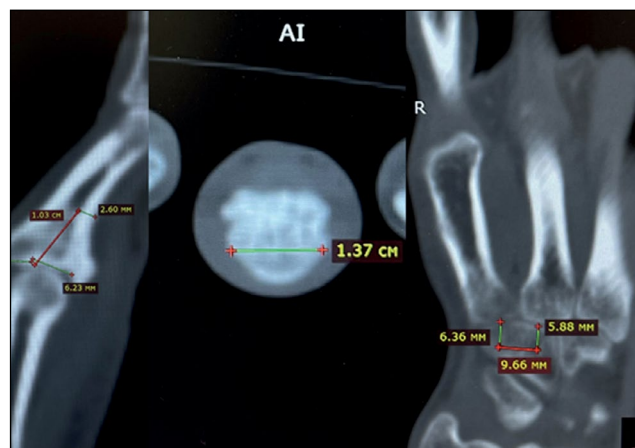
Analysis and marking of computed tomography.
